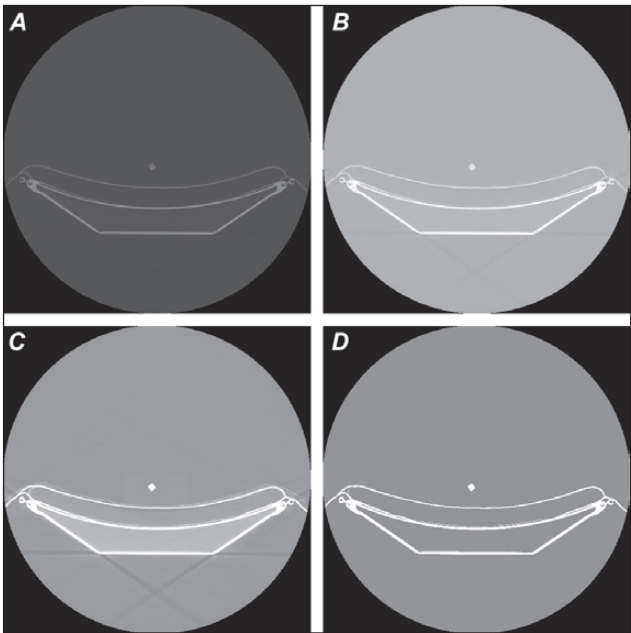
Visualization of the results of CT examination of a skin sample in a foam block using the proposed software in different viewing modes
